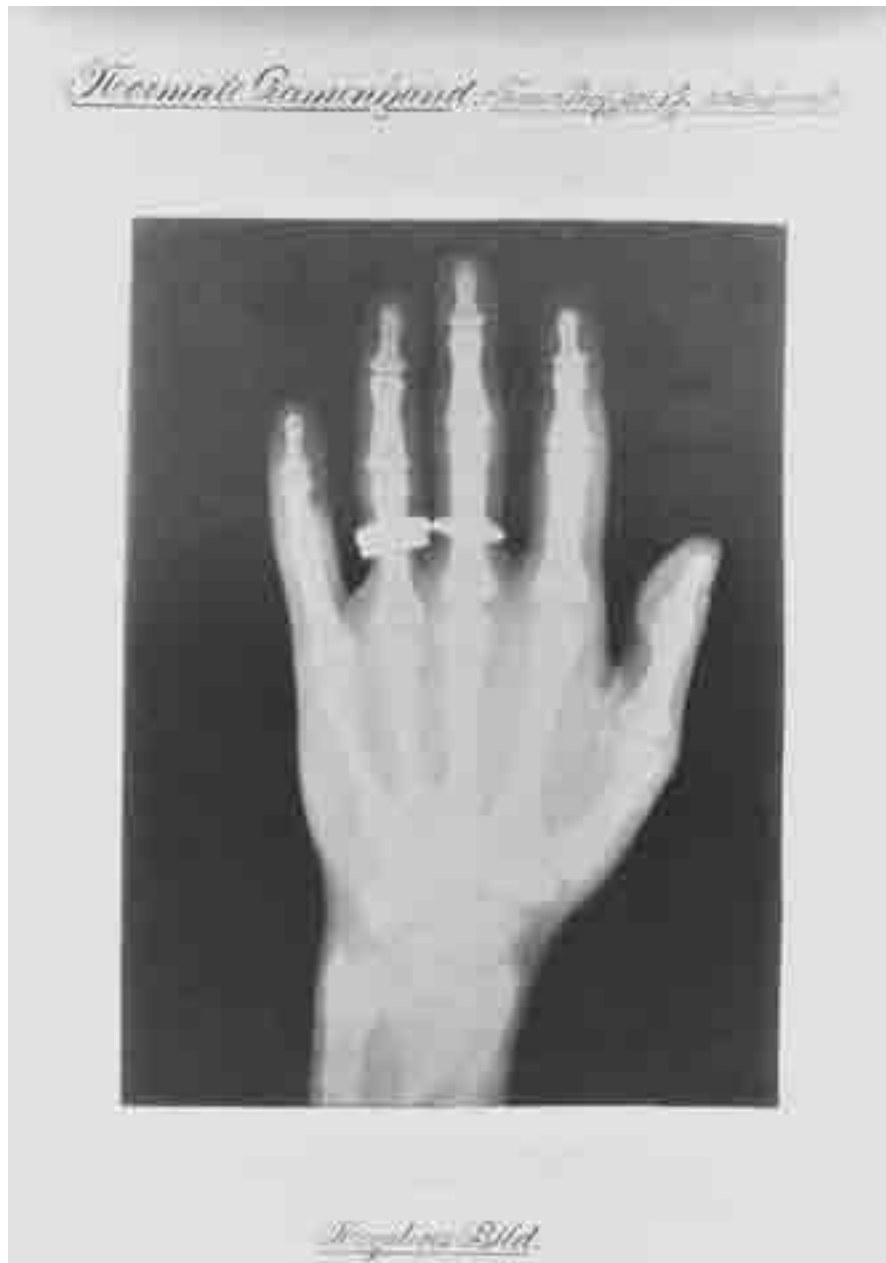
Radiographie von Aimé Forster: Normale Damenhand, Frau Professor K. Negativ (1896).
